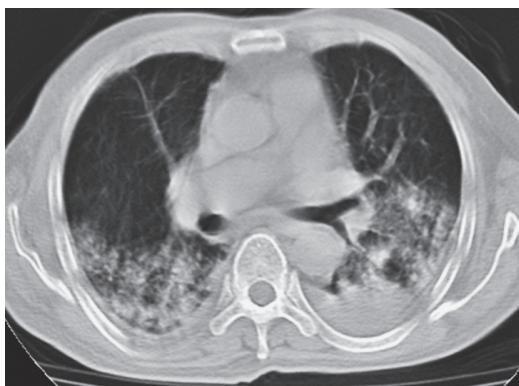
入院時胸部 CT. 両側肺の背側に粒状影および間質影の増強を認める。
